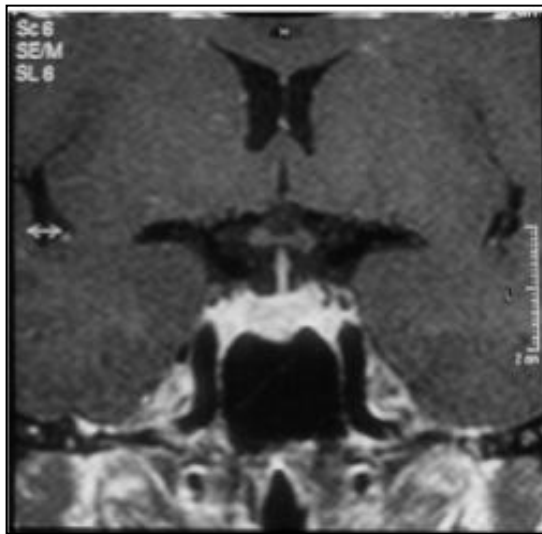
Imagem de RM, mostrando um tumor hipofisário.
